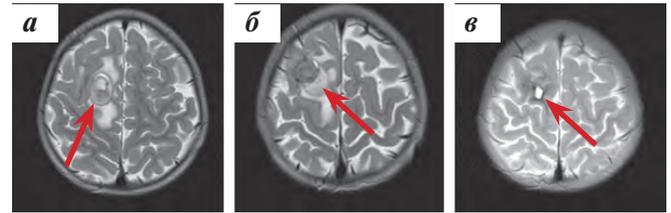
Пациент Н., МРТ головного мозга: а, б – в конвексительных отделах правой лобной доли выявляется объемное, двухузловое образование общими размерами $2,9 \times 2,0 \times 2,6$ см (объем – 8 cm^3); в – МРТ головного мозга после комплексного лечения
